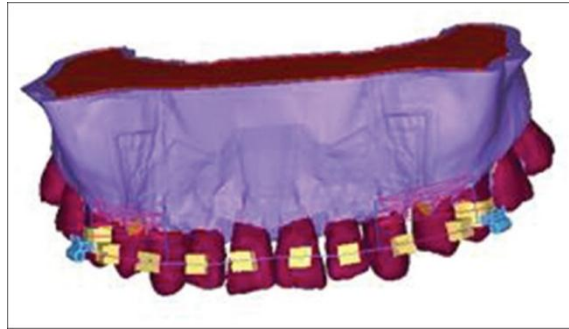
Imagen del modelo creada después de la tomografía computarizada (19).
